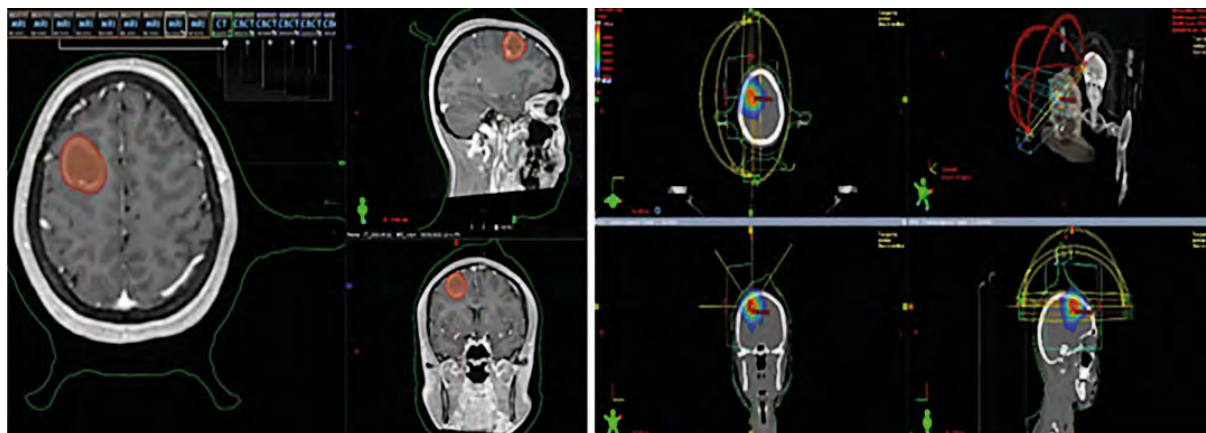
Oligoprogresja w obrębie płata czołowego — obraz w TK (archiwum NIO-PIB)
